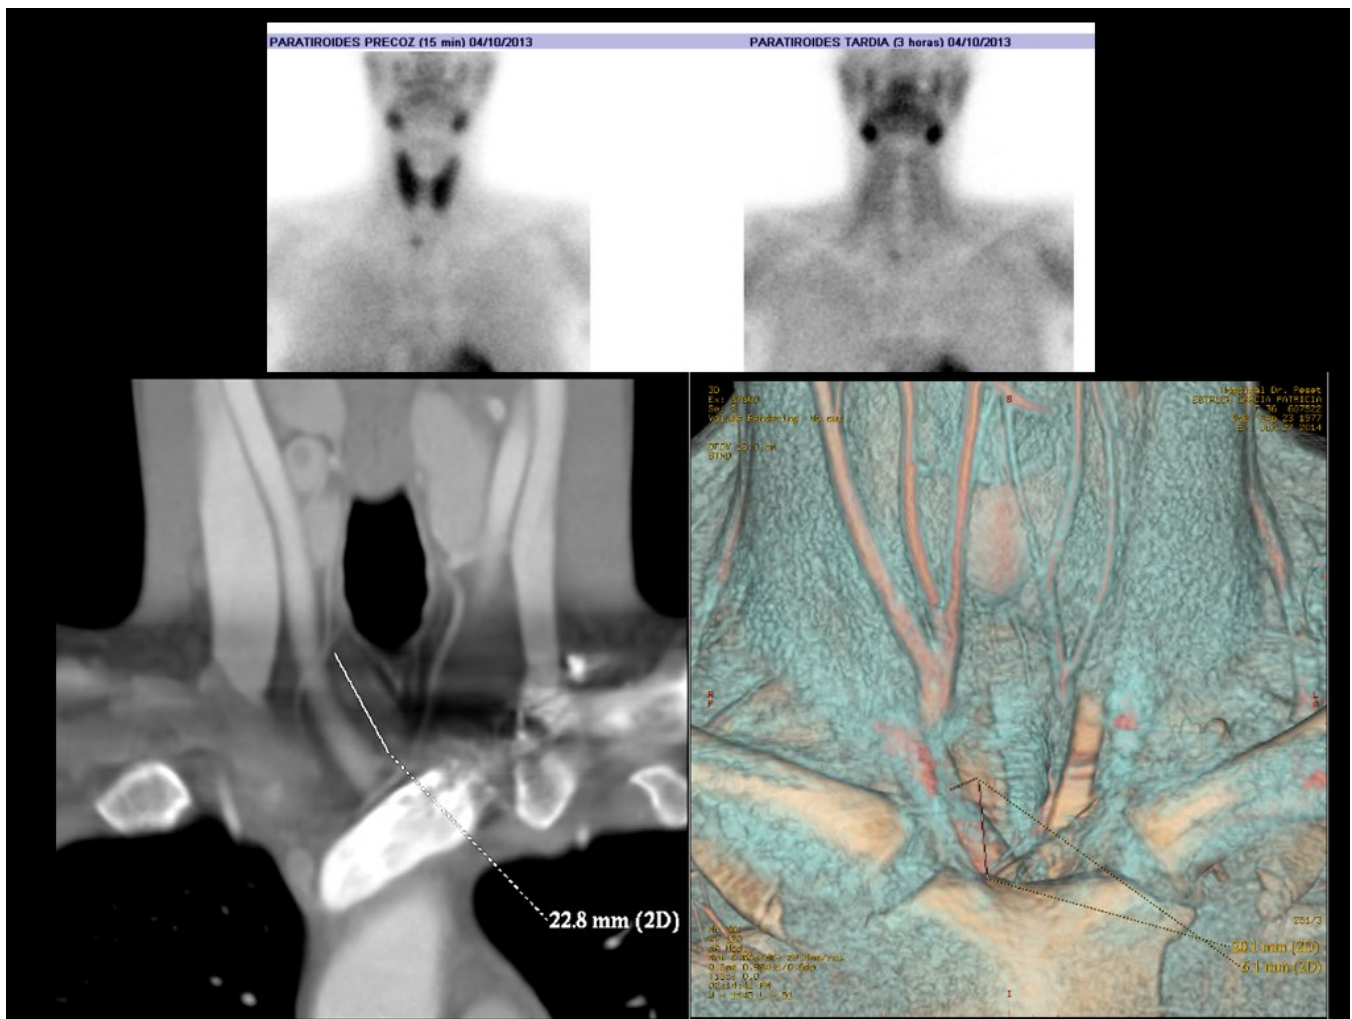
Gammagrafía, TC con contraste y reconstrucciones volumétricas en paciente con adenoma paratiroideo derecho.
